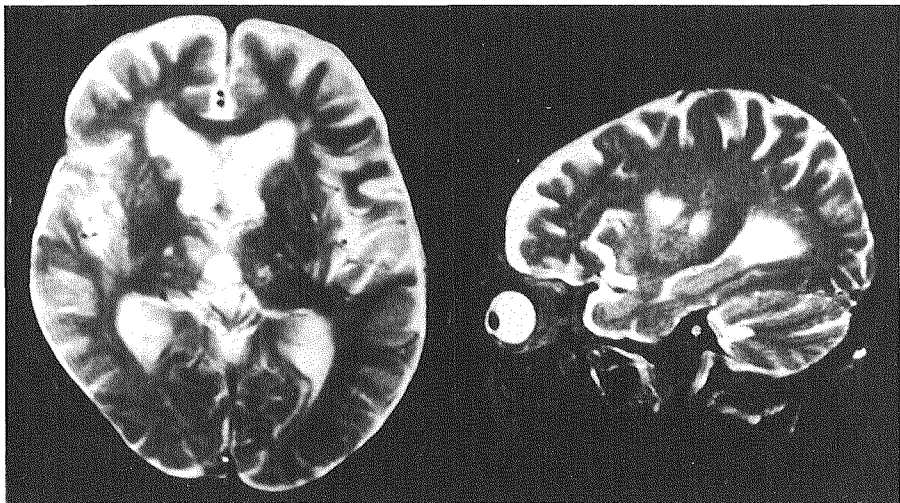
大量飲酒歴を持つ痴呆患者のMRI画像(1)
